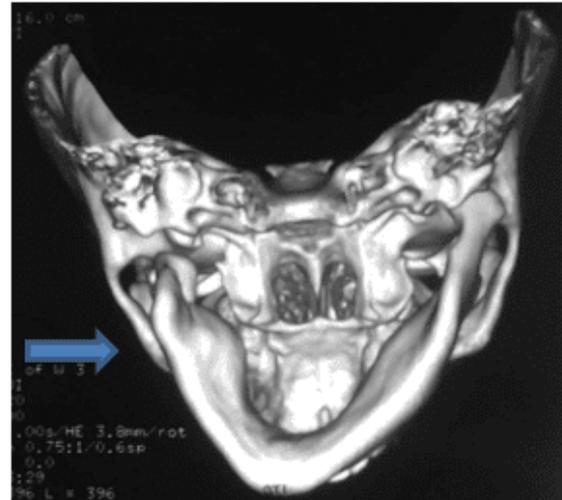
Tomografia computadorizada mostrando encurtamento do ramo ascendente da mandíbula e consequente defeito de desenvolvimento do corpo da mandíbula do lado afetado, os autores (2020).
